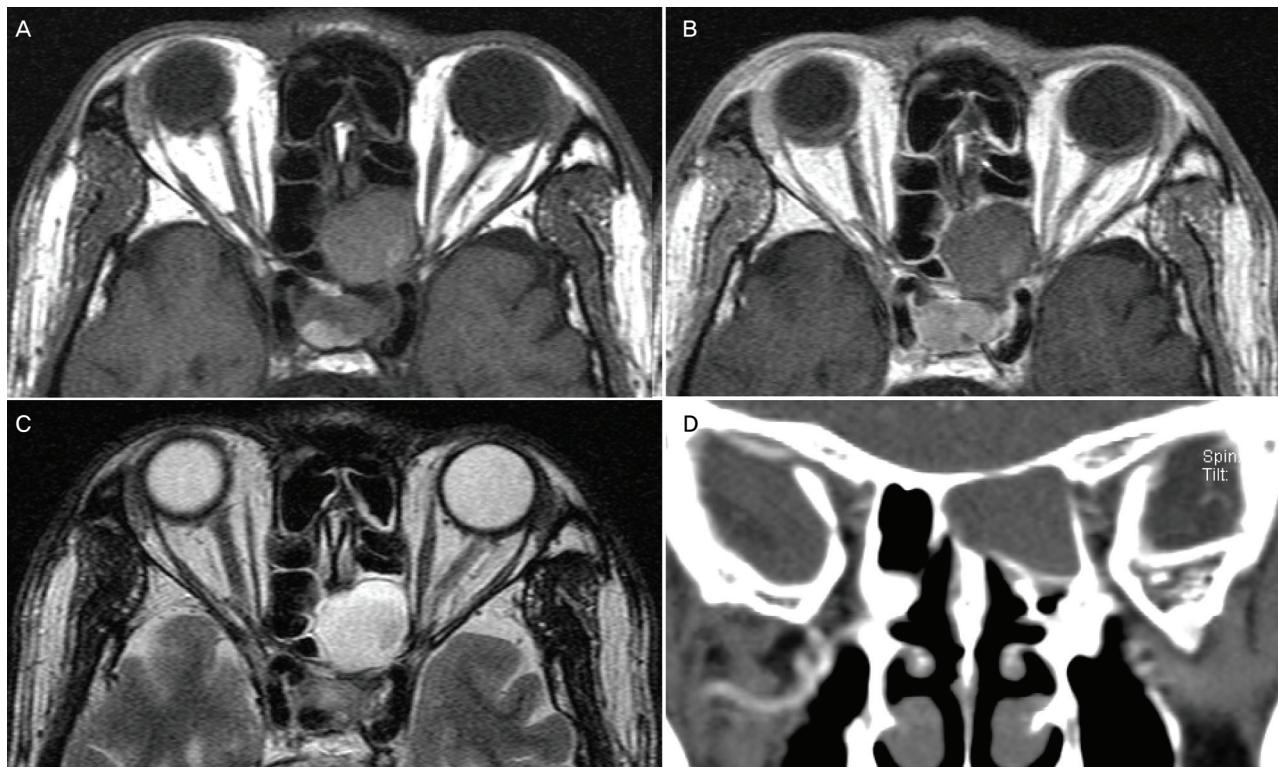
Axial MRI and coronal CT. Left ethmoid mucocele is shown in the paranasal axial T1 weighted MRI pre- and contrast (A and B), T2-weighed MRI (C), and coronal enhanced CT image (D). A cystic mass in the posterior ethmoid sinus compresses and erodes the left optic canal laterally.
